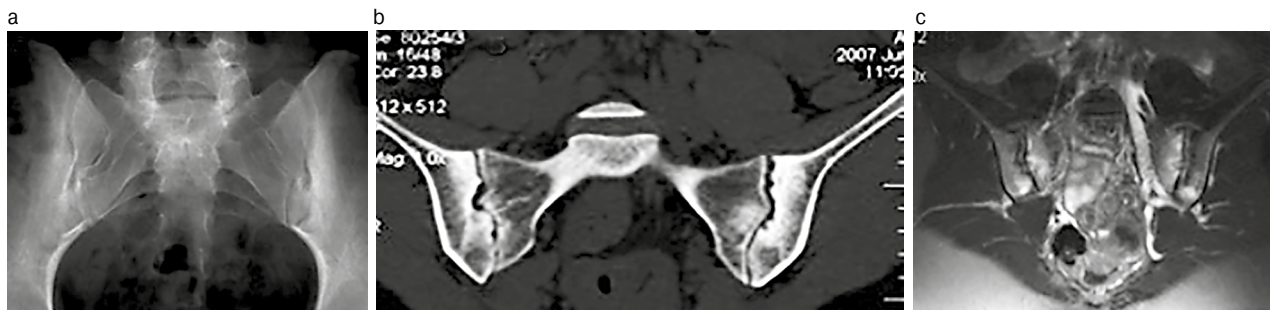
Пациент П. 24 лет. Диагноз АС, HLA-B27+, длительность болей в нижней части спины 1 год: а – рентгенограмма: широкая зона субхондрального склероза в левой подвздошной кости (I стадия сакроилиита); б – КТ (коронарная проекция): множественные эрозии подвздошных костей с псевдорасширением щели обоих суставов, широкий субхондральный склероз подвздошных костей (III стадия сакроилиита); в – МРТ (коронарная проекция, режим T2 STIR): многочисленные зоны околосуставного отека костного мозга (светлые области) и эрозии в подвздошных костях и крестце с обеих сторон (активный сакроилиит по классификации ASAS).
